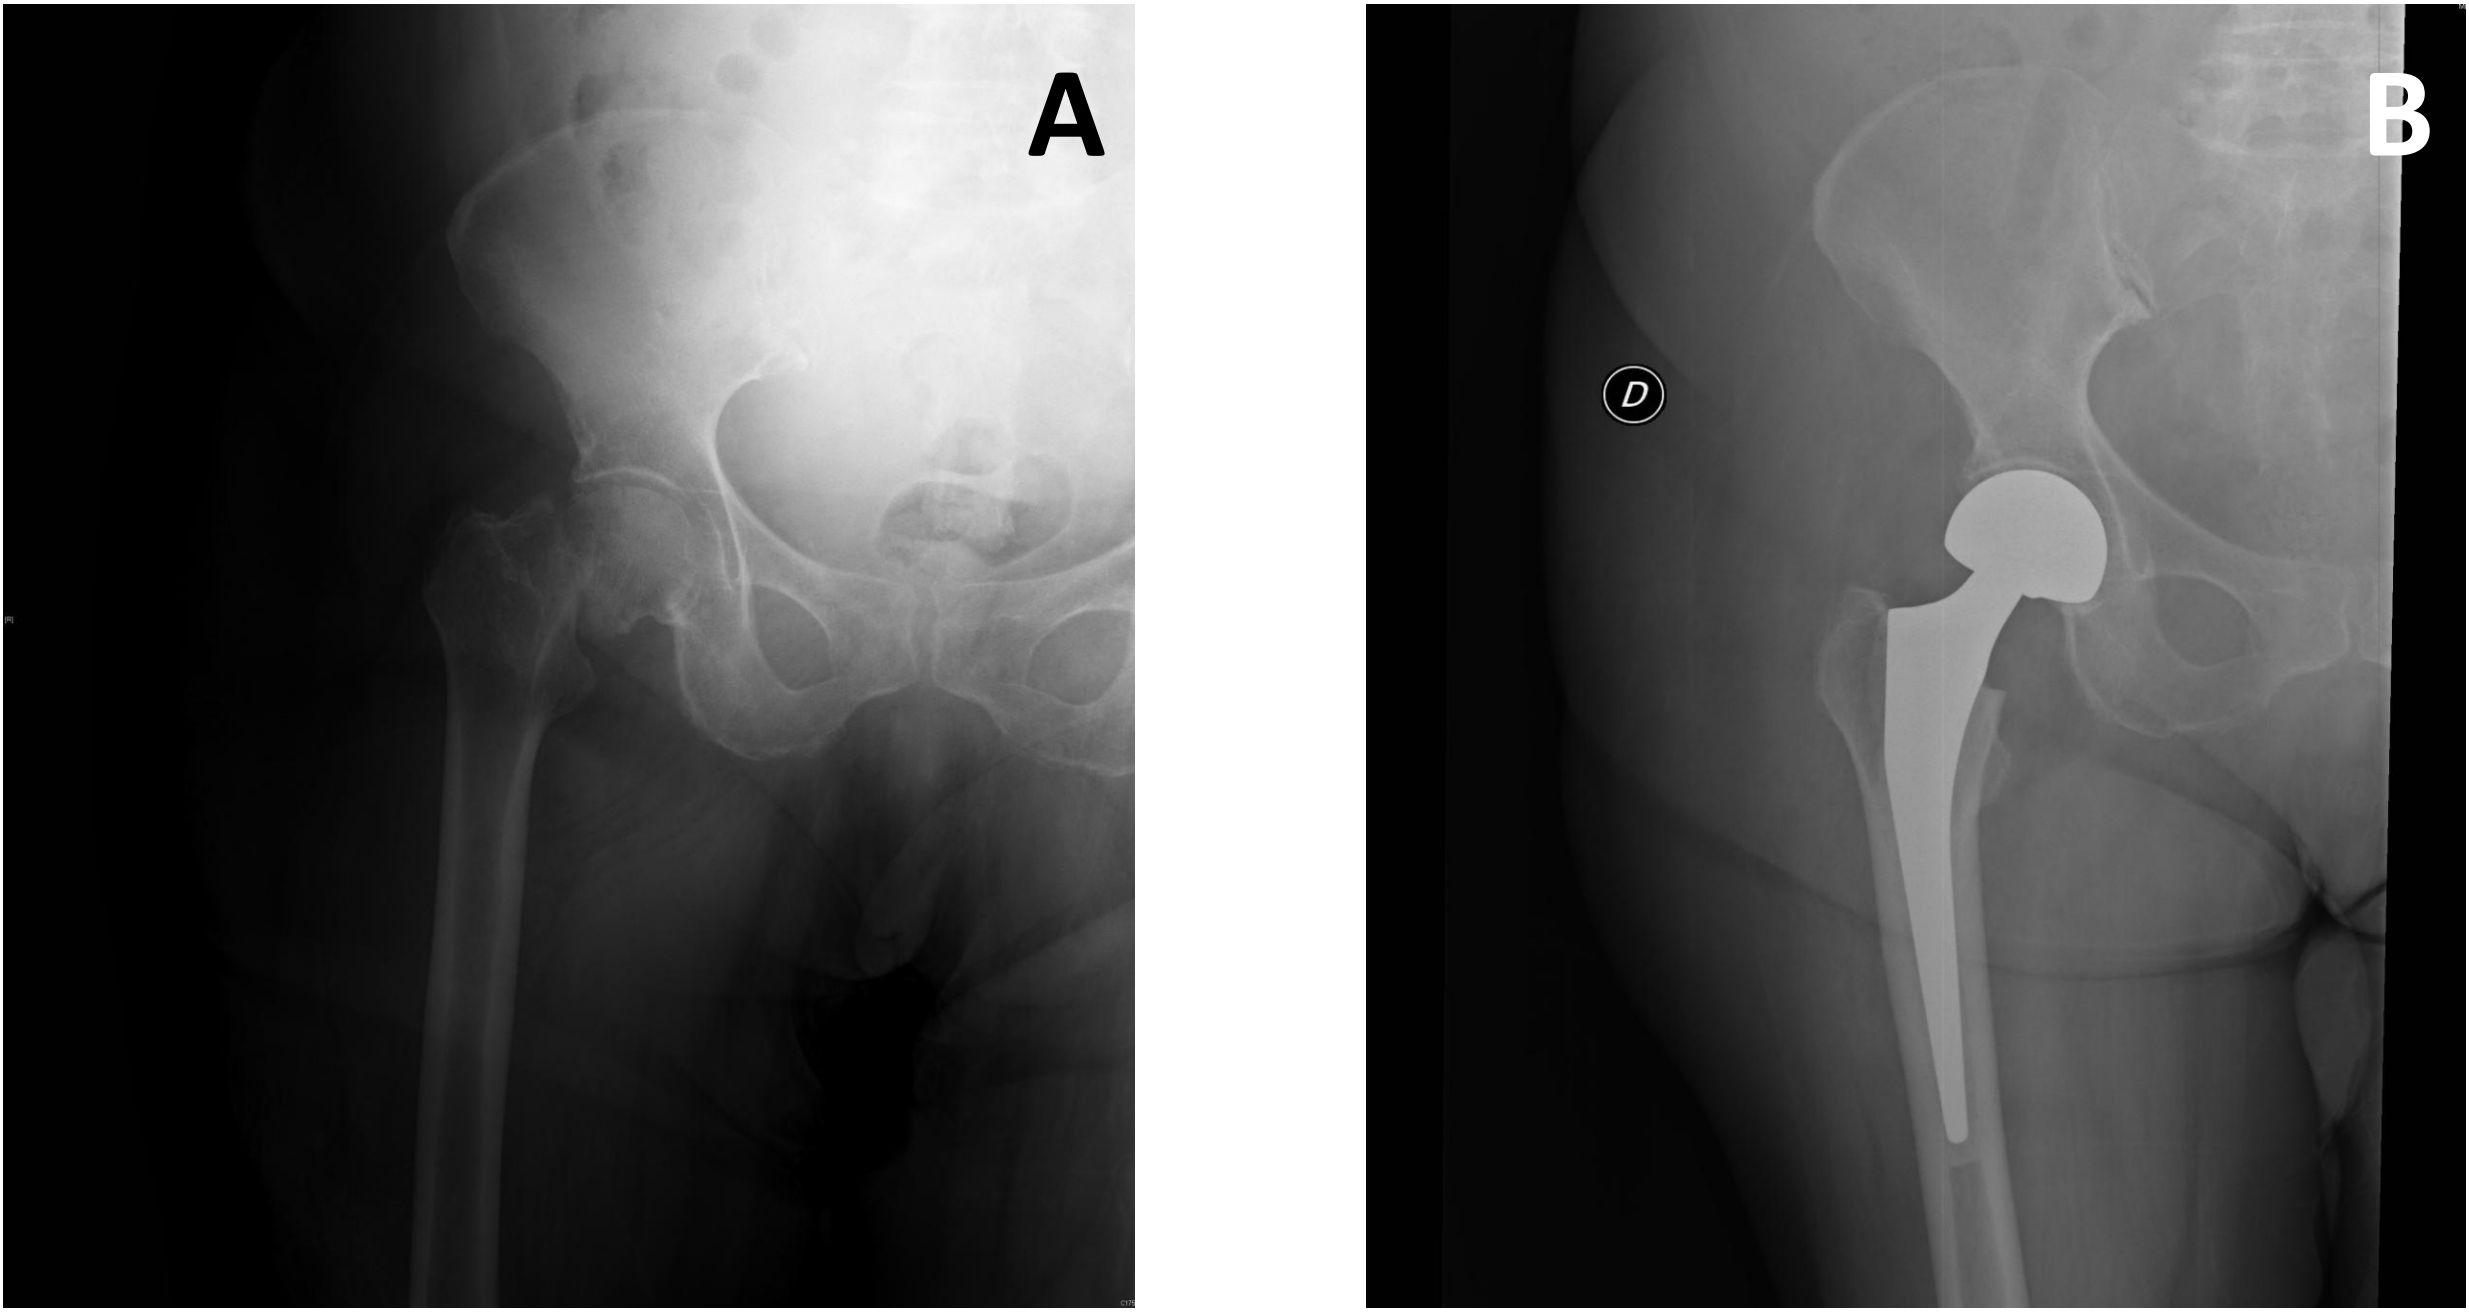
Radiografía AP de cadera derecha. Fractura intracapsular subcapital de cadera derecha. 1B: Radiografía postoperatoria, tras hemiartroplastia cementada de cadera derecha.
